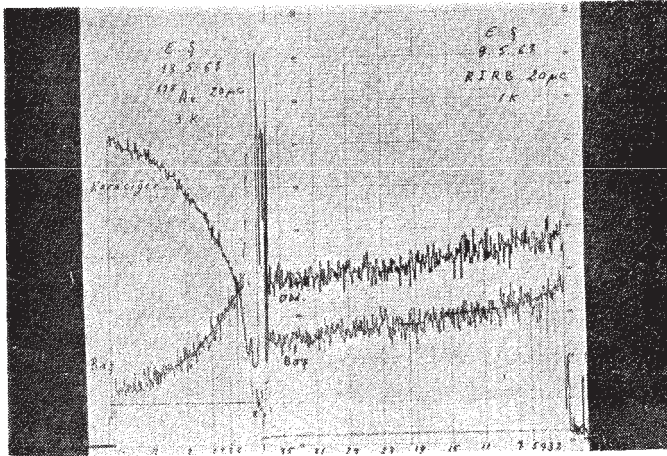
6 — Kompanse kronik hepatitli bir vak'anın ^{131}I -Rose Bengal hepatografisi ve karaciğer kan akımı traseleri. ^{131}I -R. B. T $1/2$ 16 dakikadır, ^{198}Au T $1/2$ 7 dakikadır. Nisbet 2,28 dir.
